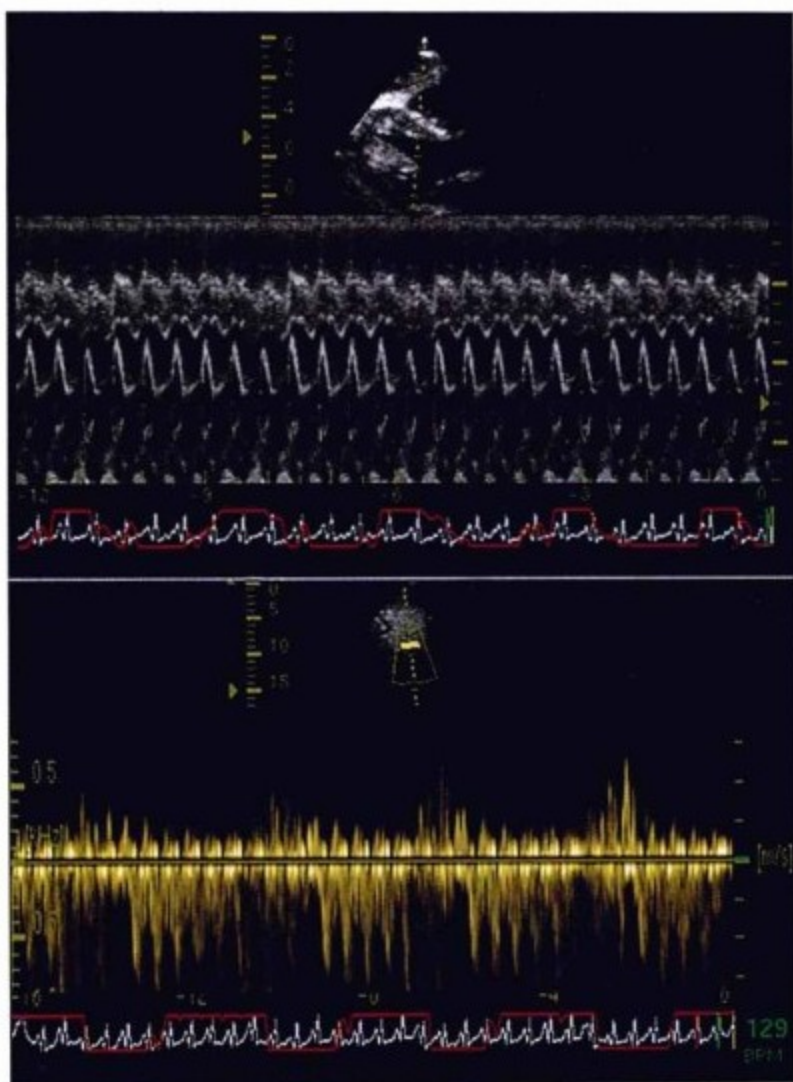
上图:经胸经室间隔 M 型超声示心室间的互相依赖。右室容量(内径)增大,吸气时左室容量(内径)变小,如红色呼吸测量法描计图向上偏转所示。下图:下方描计代表肝静脉血流频谱。呼气时舒张血流反向增加,类似生理缩窄的表现。
